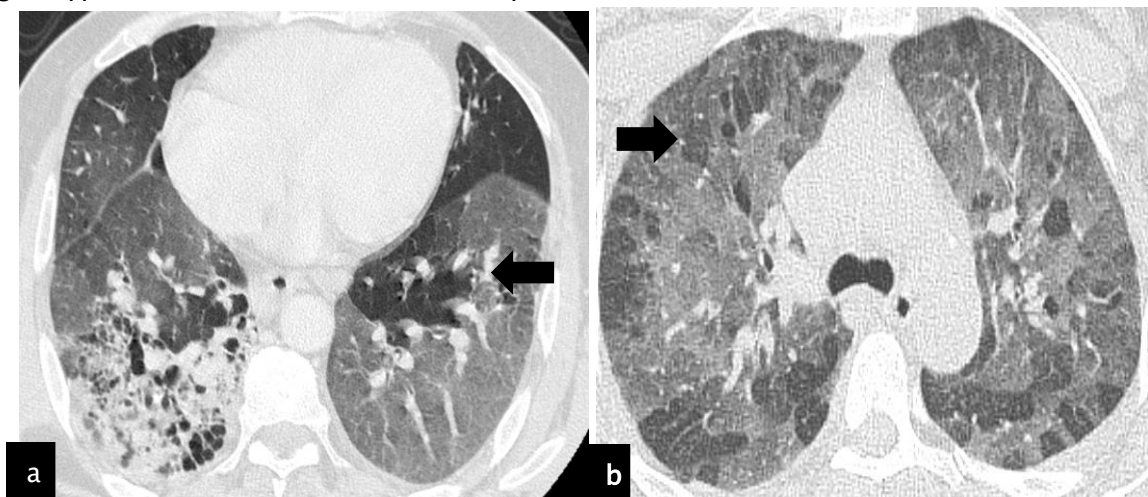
(a,b) TDM thoracique coupe axiale montre l'aspect mosaïque (flèche noire) d'origine bronchiolaire densité hétérogène du parenchyme.
